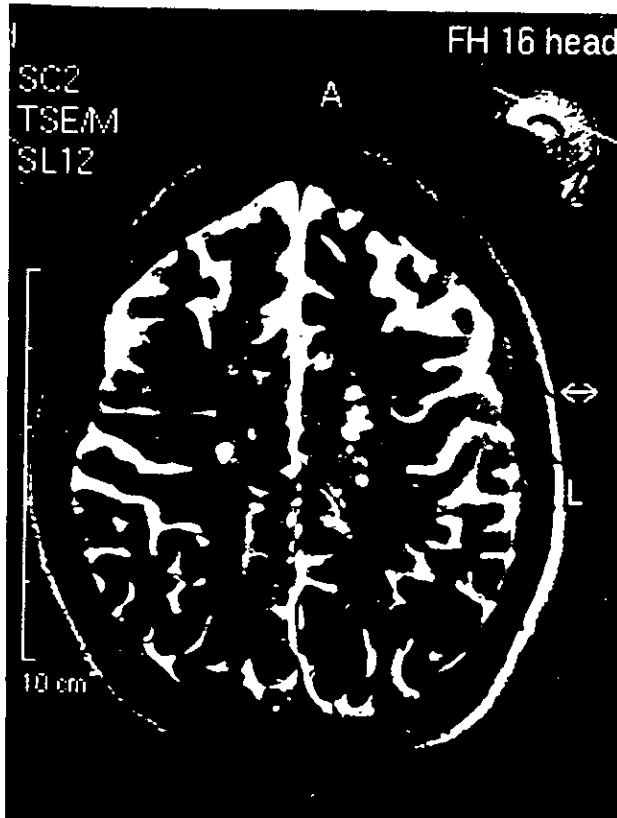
RMN de cabeza.T2. TR 3000.TE 120.Corte axial. Se observan múltiples lesiones hiperintensas en centros semiouales
